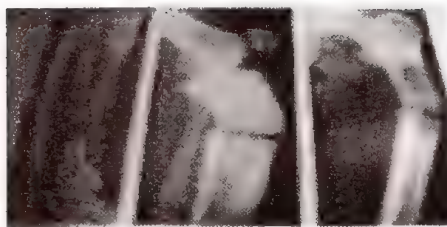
Radiographs of typical greenstick fractures in children.
